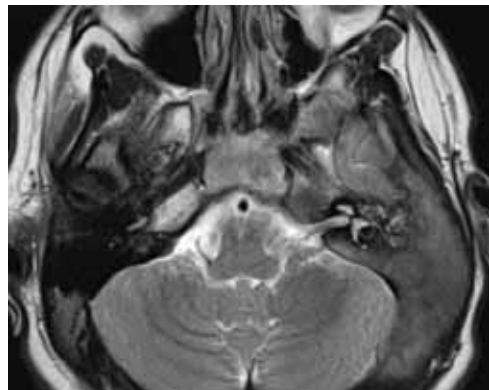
Магнитно-резонансная томография головы пациента с фиброзной дисплазией правой височной кости, аксиальная проекция, T2-режим. Выявлен гетерогенный сигнал
